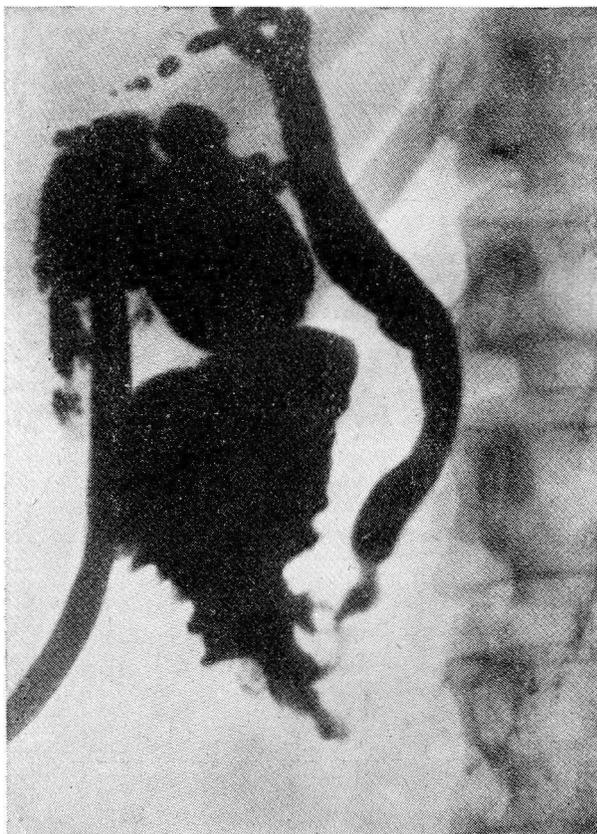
Amilo-colangiografía sin morfina previa. 3 de marzo de 1952, a los 30 días de operada. Ya se habían introducido 32 c.c. de Yodinol sin provocar dolor. Se observa una vía biliar principal ligeramente distendida; el colédoco inferior se presenta de calibre disminuido y retorcido en imagen de doble gancho. La estenosis no es total, apreciándose pasaje de Yodinol al duodeno y al estómago. El colédoco retropancreático se encuentra desplazado a izq. y angulado. Estas imágenes en doble gancho y de colédoco pancreático desplazado a la izq. se observan en las restantes radiografías seriadas.
